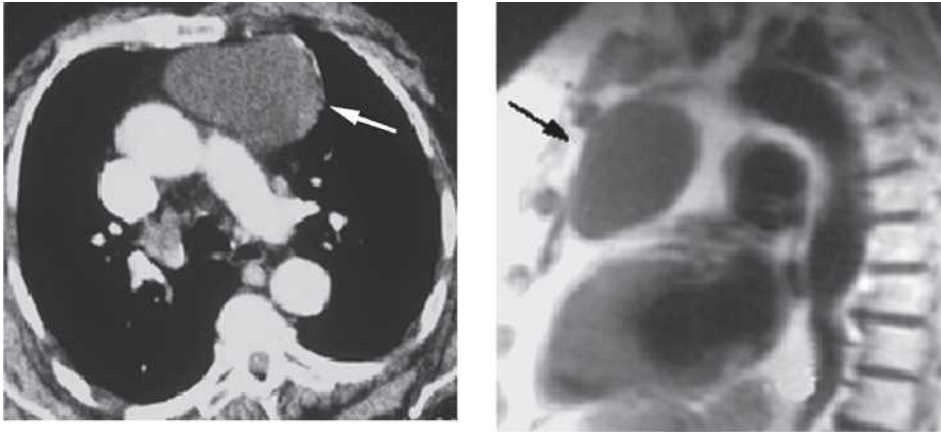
Tomografie computerizată. p/g. 13. Rezonanță magnetică nucleară.
